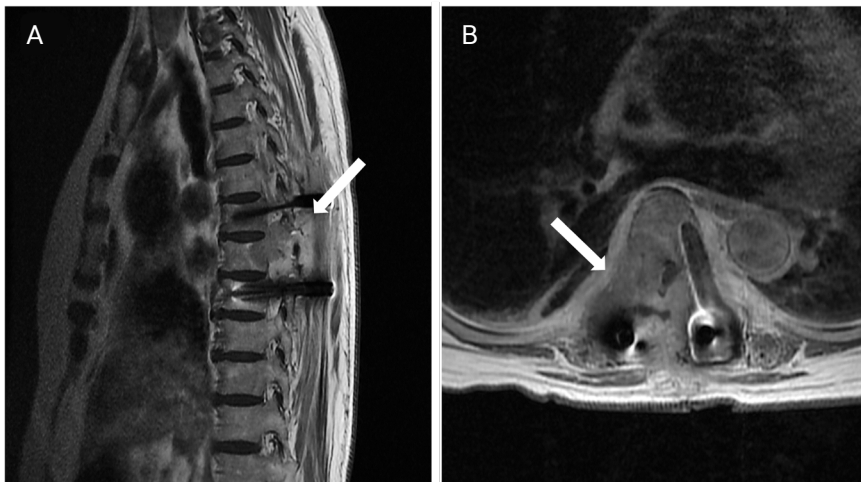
Follow-up thoracic spine T1-weighted gadolinium enhanced magnetic resonance imaging (MRI) scan. Sagittal (A) and axial image (B). MRI scan showed increased extent of enhancing soft tissue mass at T7 vertebral level, residual severe canal stenosis and spinal cord compression (arrow), and aggravation of tuberculous spondylitis was suspected.
